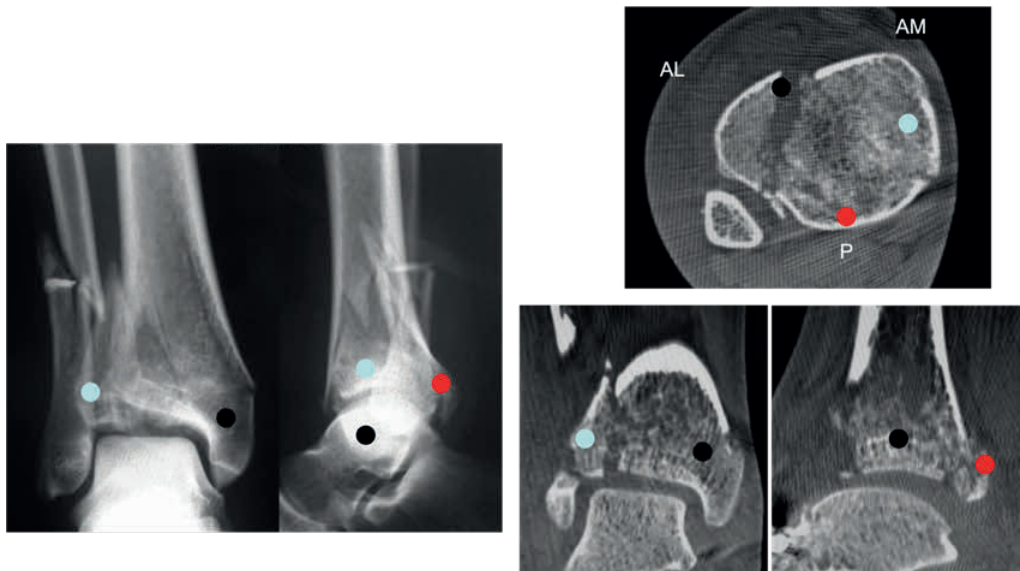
Radiografias e tomografias do tornozelo esquerdo de paciente que sofreu colisão frontal de automóvel, evidenciando fratura articular distal da tibia (pilão tibial). Observe que com o auxílio dos cortes da TC pode-se compreender corretamente e identificar o desvio de cada um dos fragmentos de fratura (marcados com pequenas bolas coloridas).
